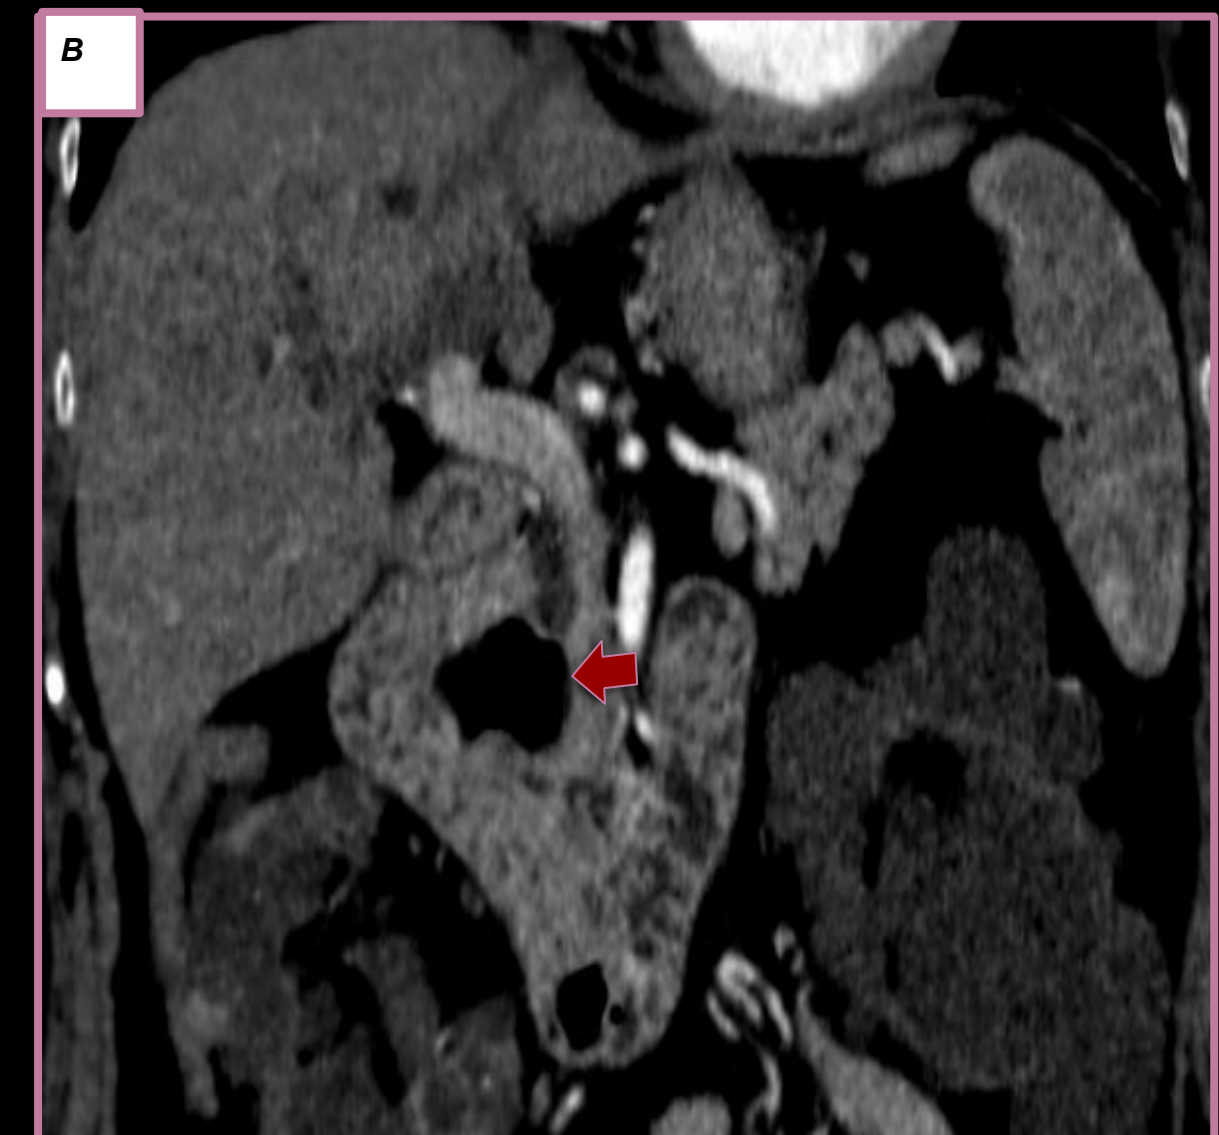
A-B) TC abdomen con contraste endovenoso corte axial (A) donde se evidencia dilatación de la vía biliar intra y extrahepática (flechas blancas) y reconstrucción coronal (B) evidencia divertículo periampular como causa de la dilatación de la vía biliar.
